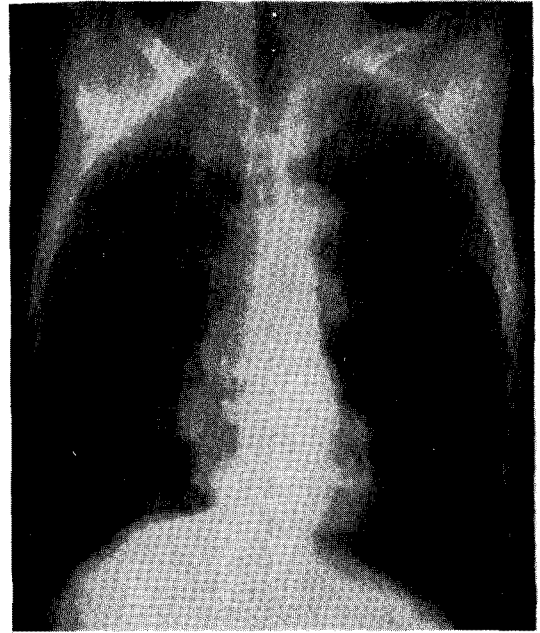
Simple chest roentgenology;Chest PA reveals lobulated mass density on right suprahilar area and round mass density on right paracardiac area.
